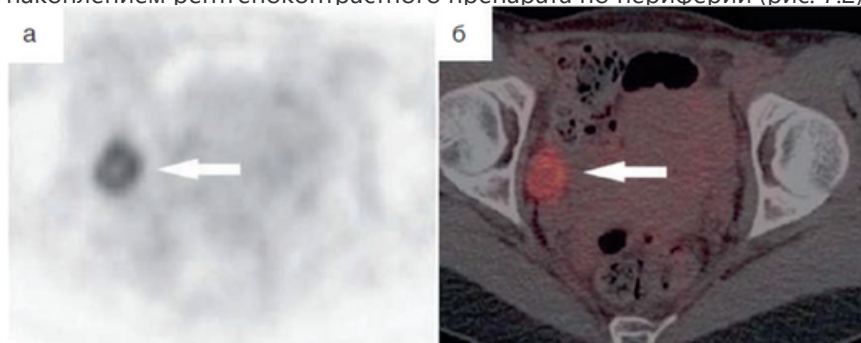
На позитронно-эмиссионных (а) и совмещенных томограммах (б), полученных по данным позитронно-эмиссионной и компьютерной томографии с ^{18}F -фтордезоксиглюкозой у женщины репродуктивного возраста, белыми стрелками указан кольцевидный очаг физиологической гиперфиксации радиофармпрепарата в проекции правого яичника
